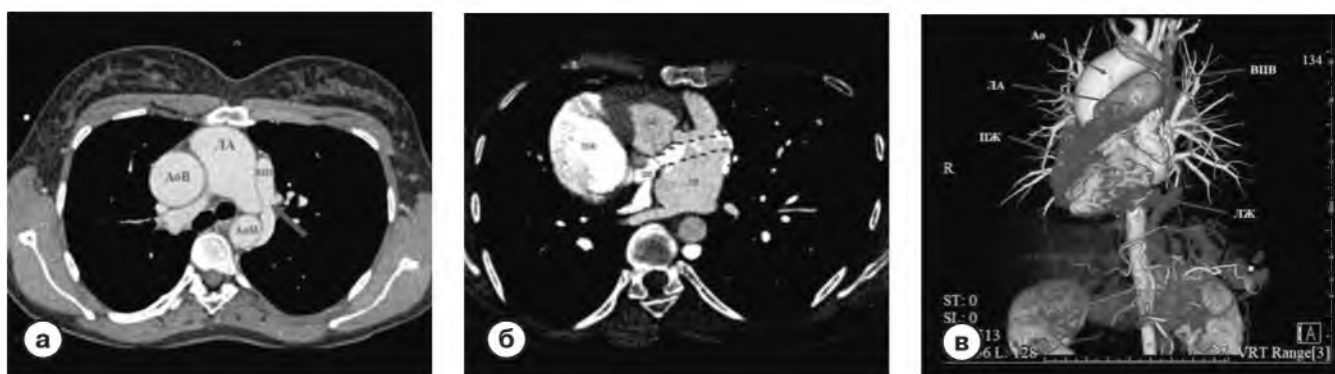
Результаты МСКТ исследования.
